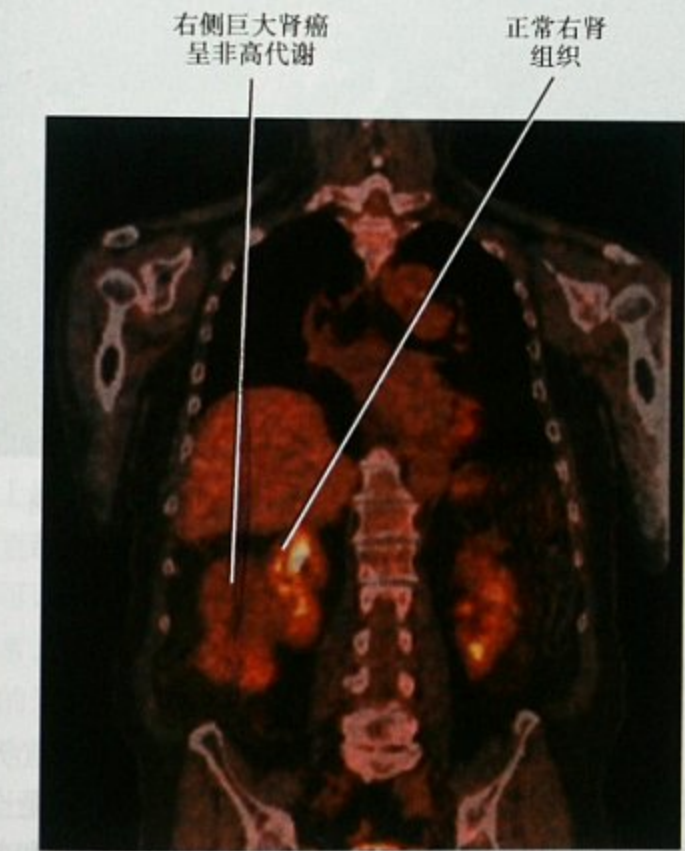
右侧非高代谢肾癌患者,氟-2-脱氧-D-葡萄糖 PET/CT 冠状面融合图
